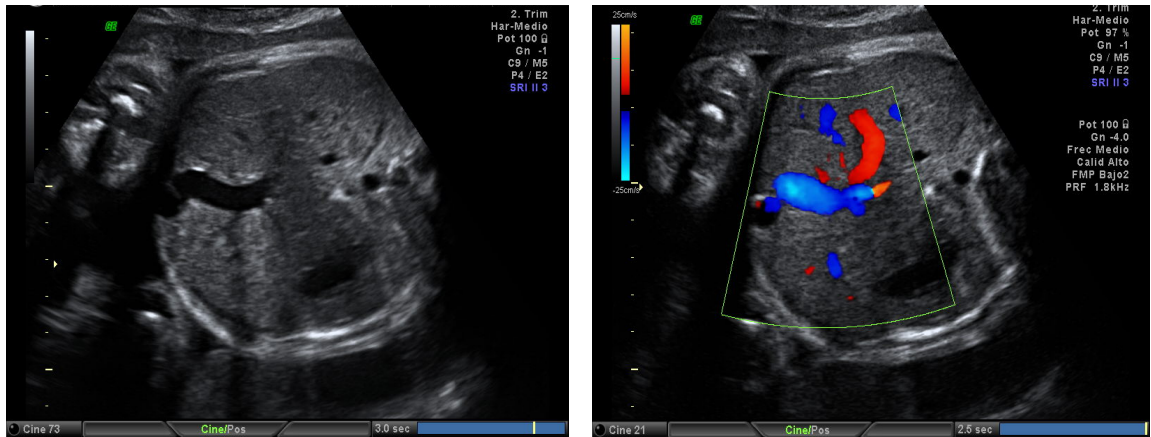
Importancia del Doppler color en la identificación de estructuras vasculares. (detalle doppler sobre vena umbilical)
